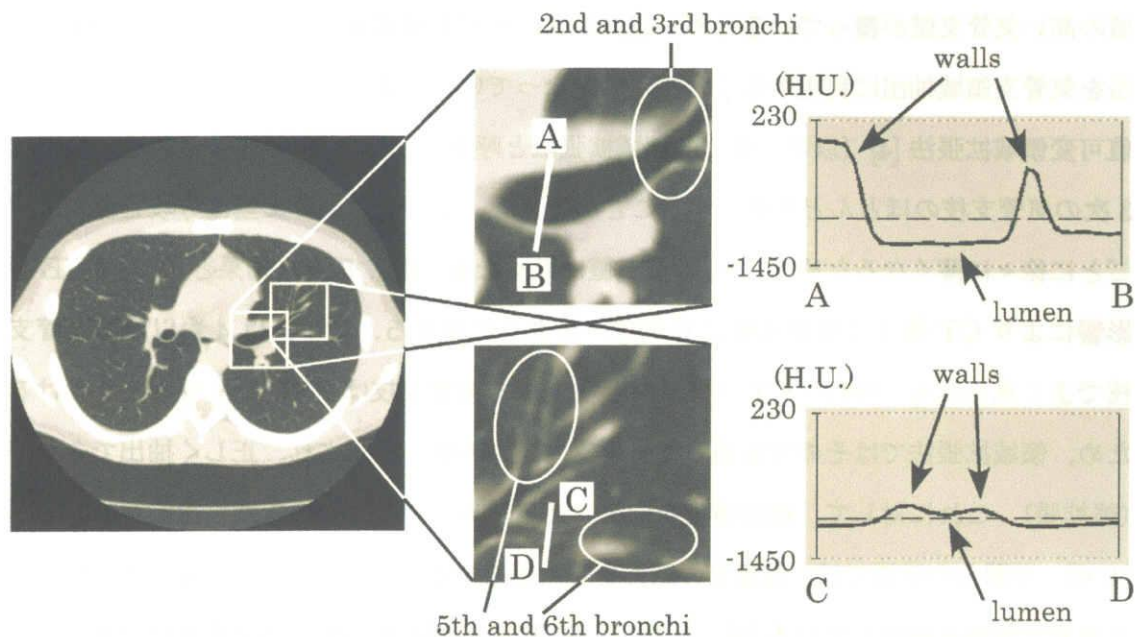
An example of CT images. The left-side image shows a slice of the CT image; the mid-upper and mid-lower images are magnified images of the left-side image. Bronchial walls near the center side are strong (as indicated by white circles in the mid-upper image). While, walls in the peripheral area (as shown by circles in the mid-lower image) are very weak. The intensity profiles from A to B and C to D are also shown.
